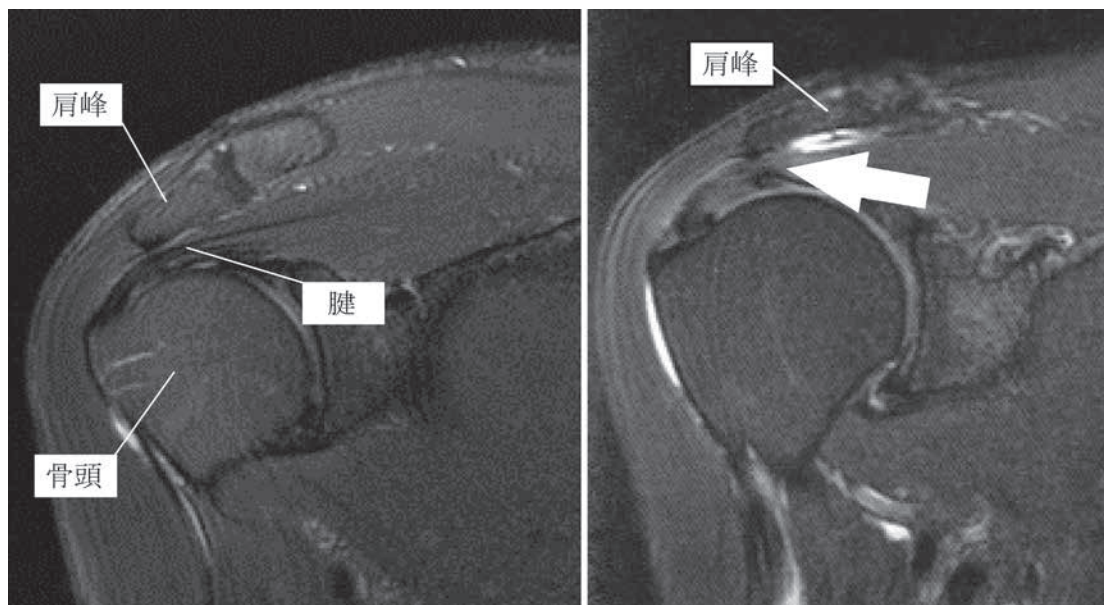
MRI画像（左 正常画像、右 症例画像）
